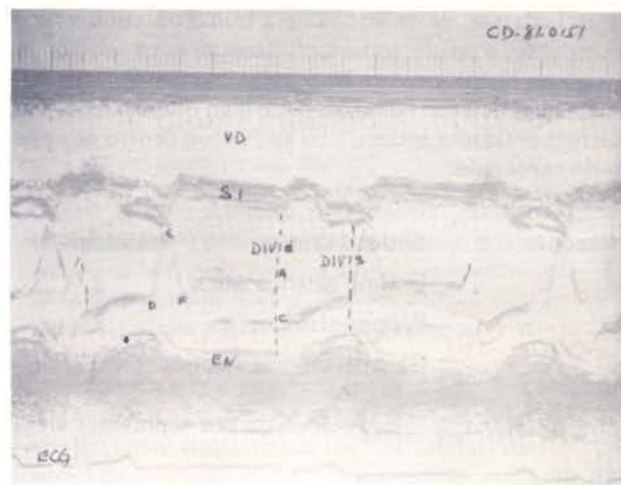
Ecocardiograma de válvula mitral y ventrículos izquierdo y derecho. VD-ventrículo derecho. SI-septum interventricular. DIVID-dimensión interna ventrículo izquierdo diástole. DIVIS-dimensión interna ventrículo izquierdo-sístole. EN-endo-cardio.
